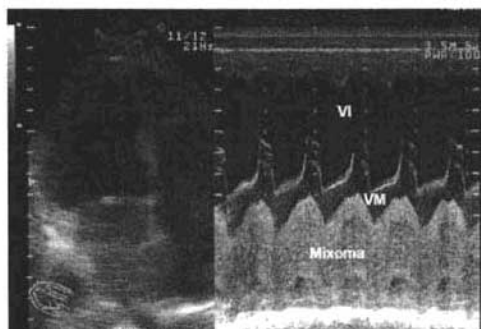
Ecocardiograma bidimensional y modo M. Apical 4 cámaras donde se observa mixoma auricular izquierdo que ocupa toda la diástole. Ref 83.
